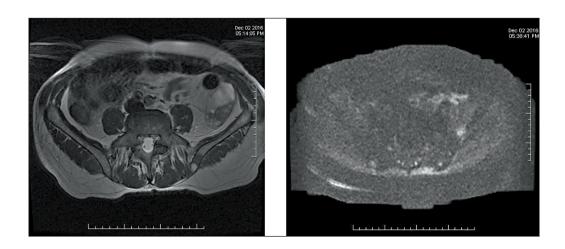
При МРТ костей таза в левой подвздошной кости определяются очаги измененного МР-сигнала с ограничением диффузии при ДВИ
